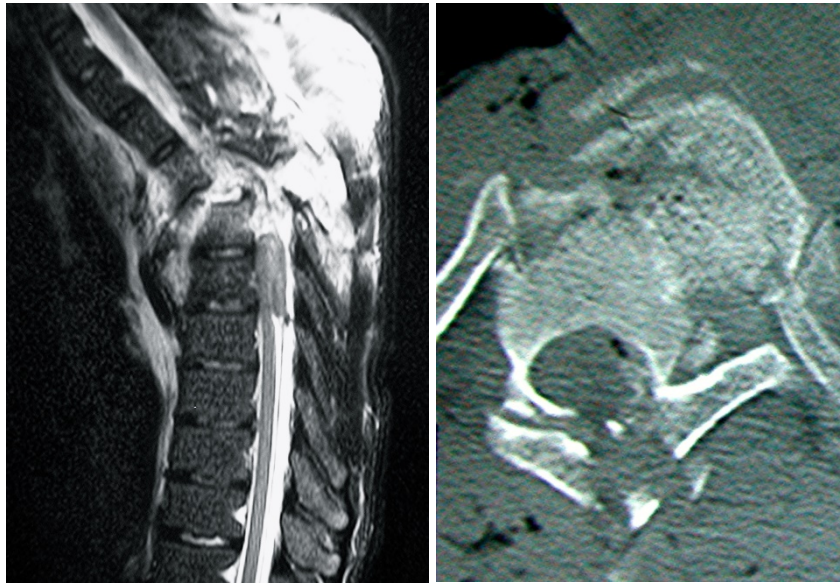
A-Imagen de Resonancia magnética en un caso de sección medular completa secundaria a fractura-luxación D4-D5. B-Imagen de TAC de la misma fractura-luxación
